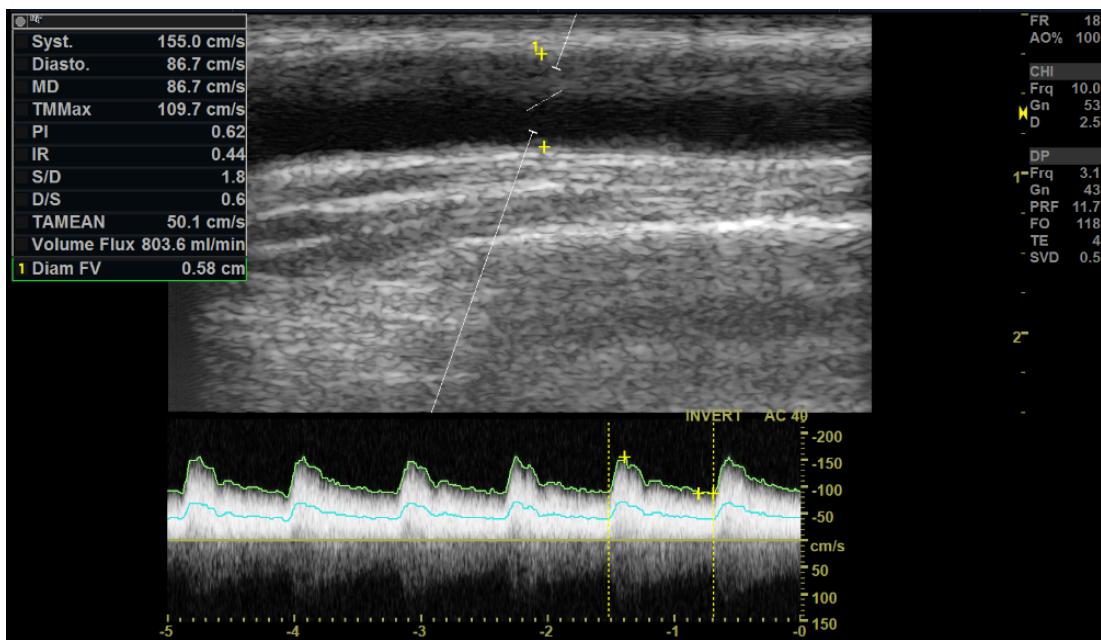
Doppler pulsé montre une augmentation du débit à 800ml/min
